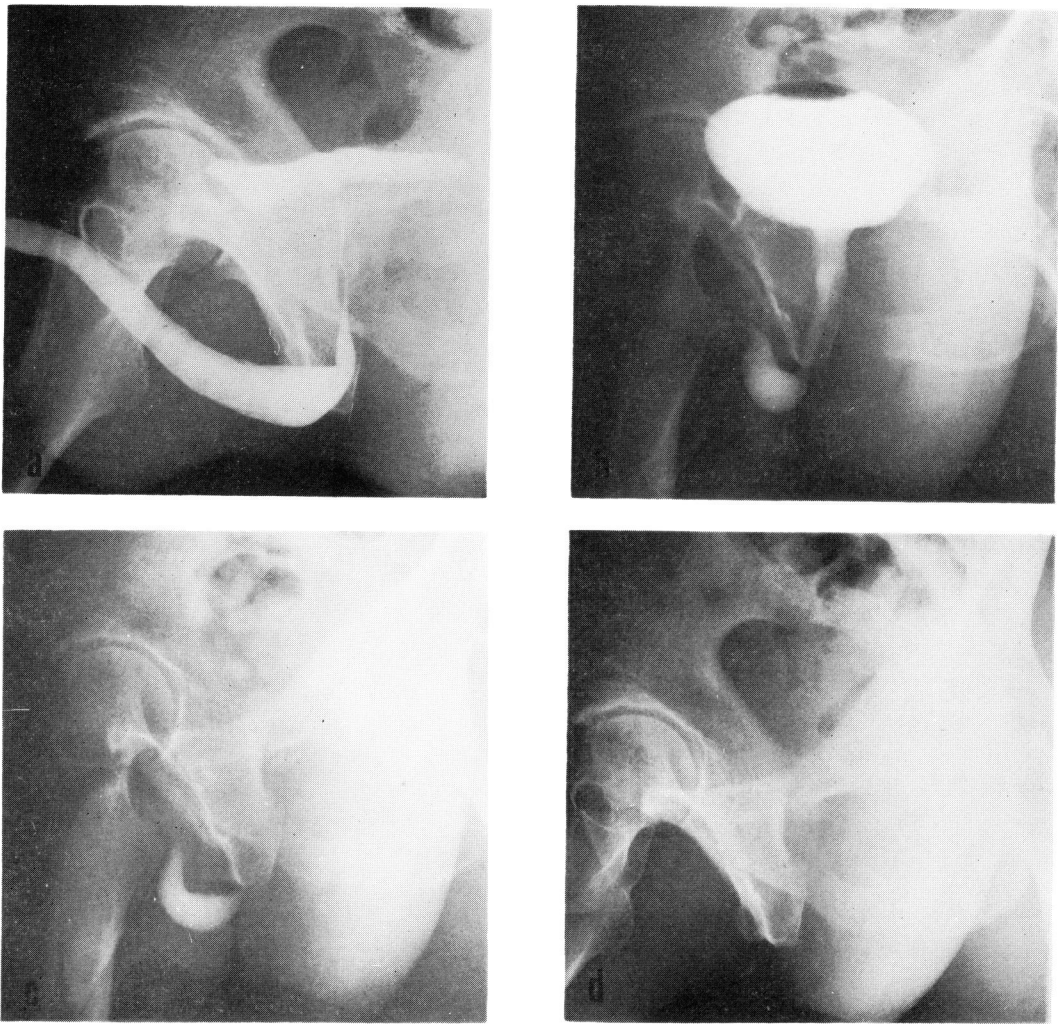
Postmicturition dribbling patient, in man, 35 years of age (a) Retrograde urethrogram; (b) voiding cystourethrogram during micturition; (c) voiding cystourethrogram immediately after micturition; (d) x-ray film following after compressing the bulbar urethra in the perineum and evacuating the bulbar residual urine which is seen in film of (c)
